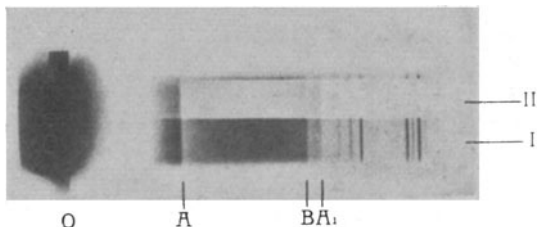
Röntgenspektrum.
